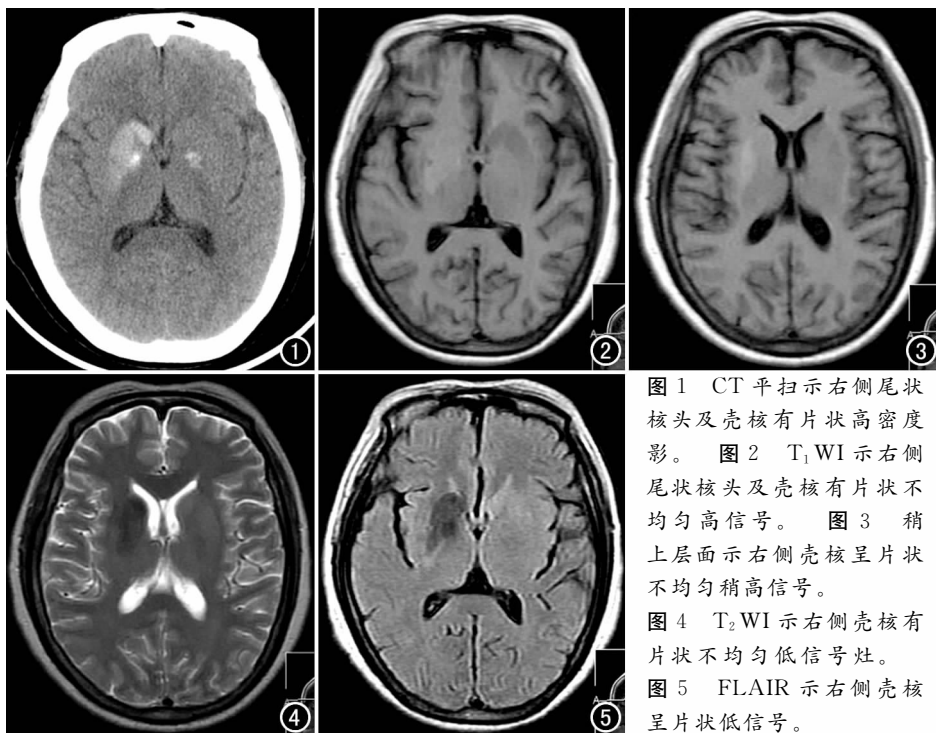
CT 平扫示右侧尾状核头及壳核有片状高密度影。图 2 T₁WI 示右侧尾状核头及壳核有片状不均匀高信号。图 3 稍上层面上示右侧壳核呈片状不均匀稍高信号。图 4 T₂WI 示右侧壳核有片状不均匀低信号灶。图 5 FLAIR 示右侧壳核呈片状低信号。
